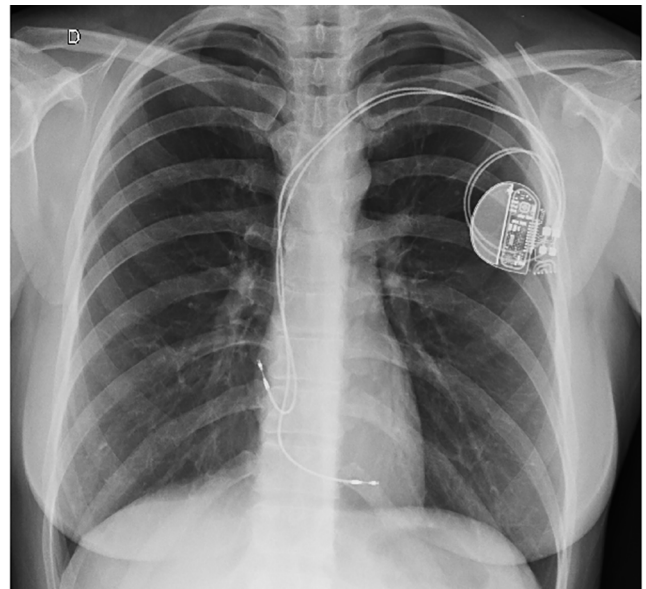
Radiografia de tórax evidenciando marcapasso bicameral à esquerda, implantado por doença do nó sinusal.
